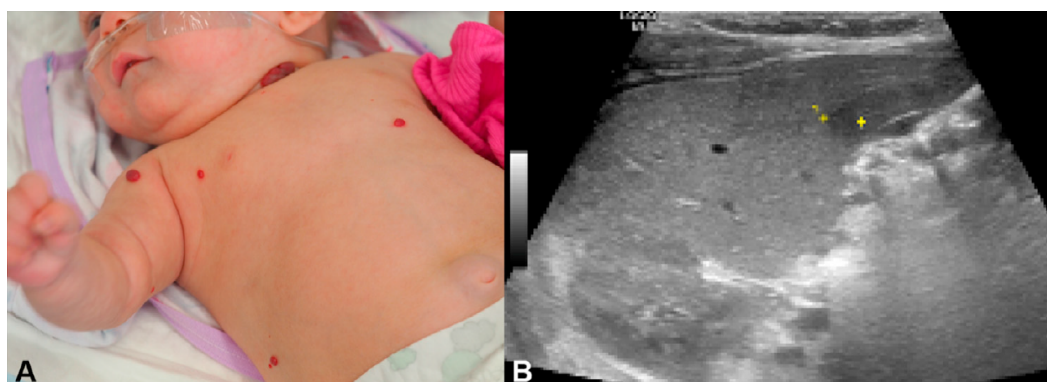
⁶⁶: A) EI superficiali multifocali. B) L'ecografia mostra un IHH.
